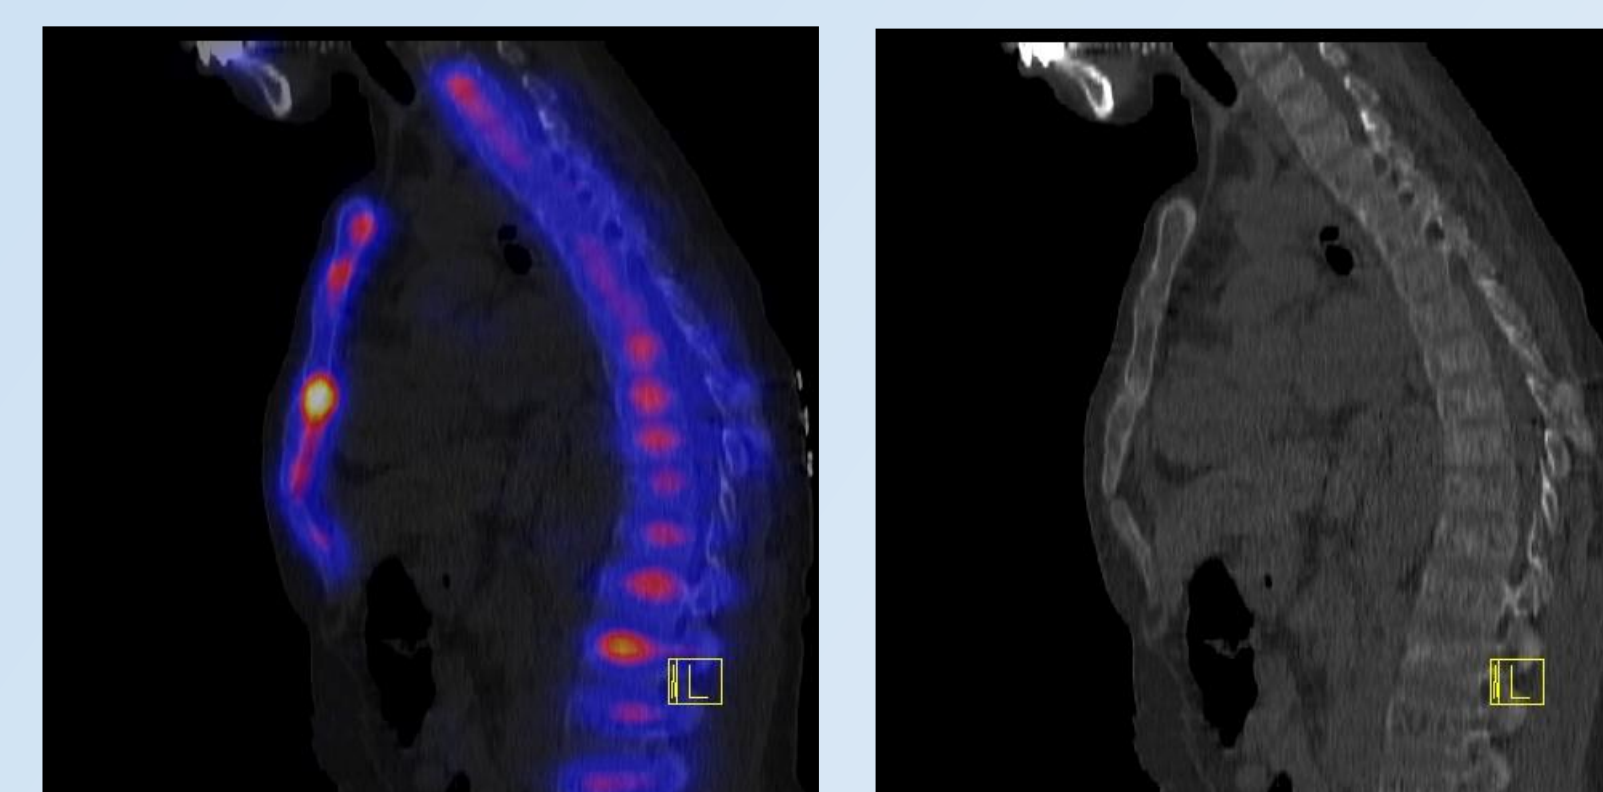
Coupes TEMP/TDM mettant en évidence les foyers d'hyperfixation qui correspondent à des stries de Looser-Milkman.
